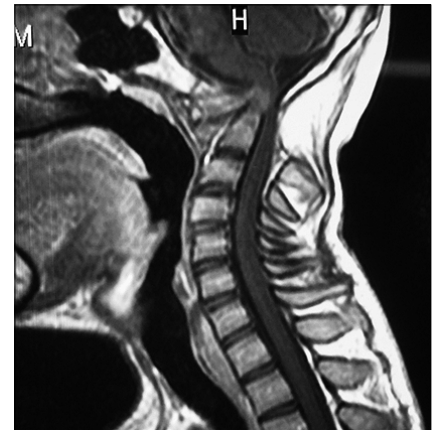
Resonancia magnética vista sagital en secuencia T1 donde se visualiza desplazamiento anormal de la odontoides, interposición de tejido inflamatorio entre el clivus/arco anterior de C1 y la odontoides. Compresión importante de la unión bulbomedular.
